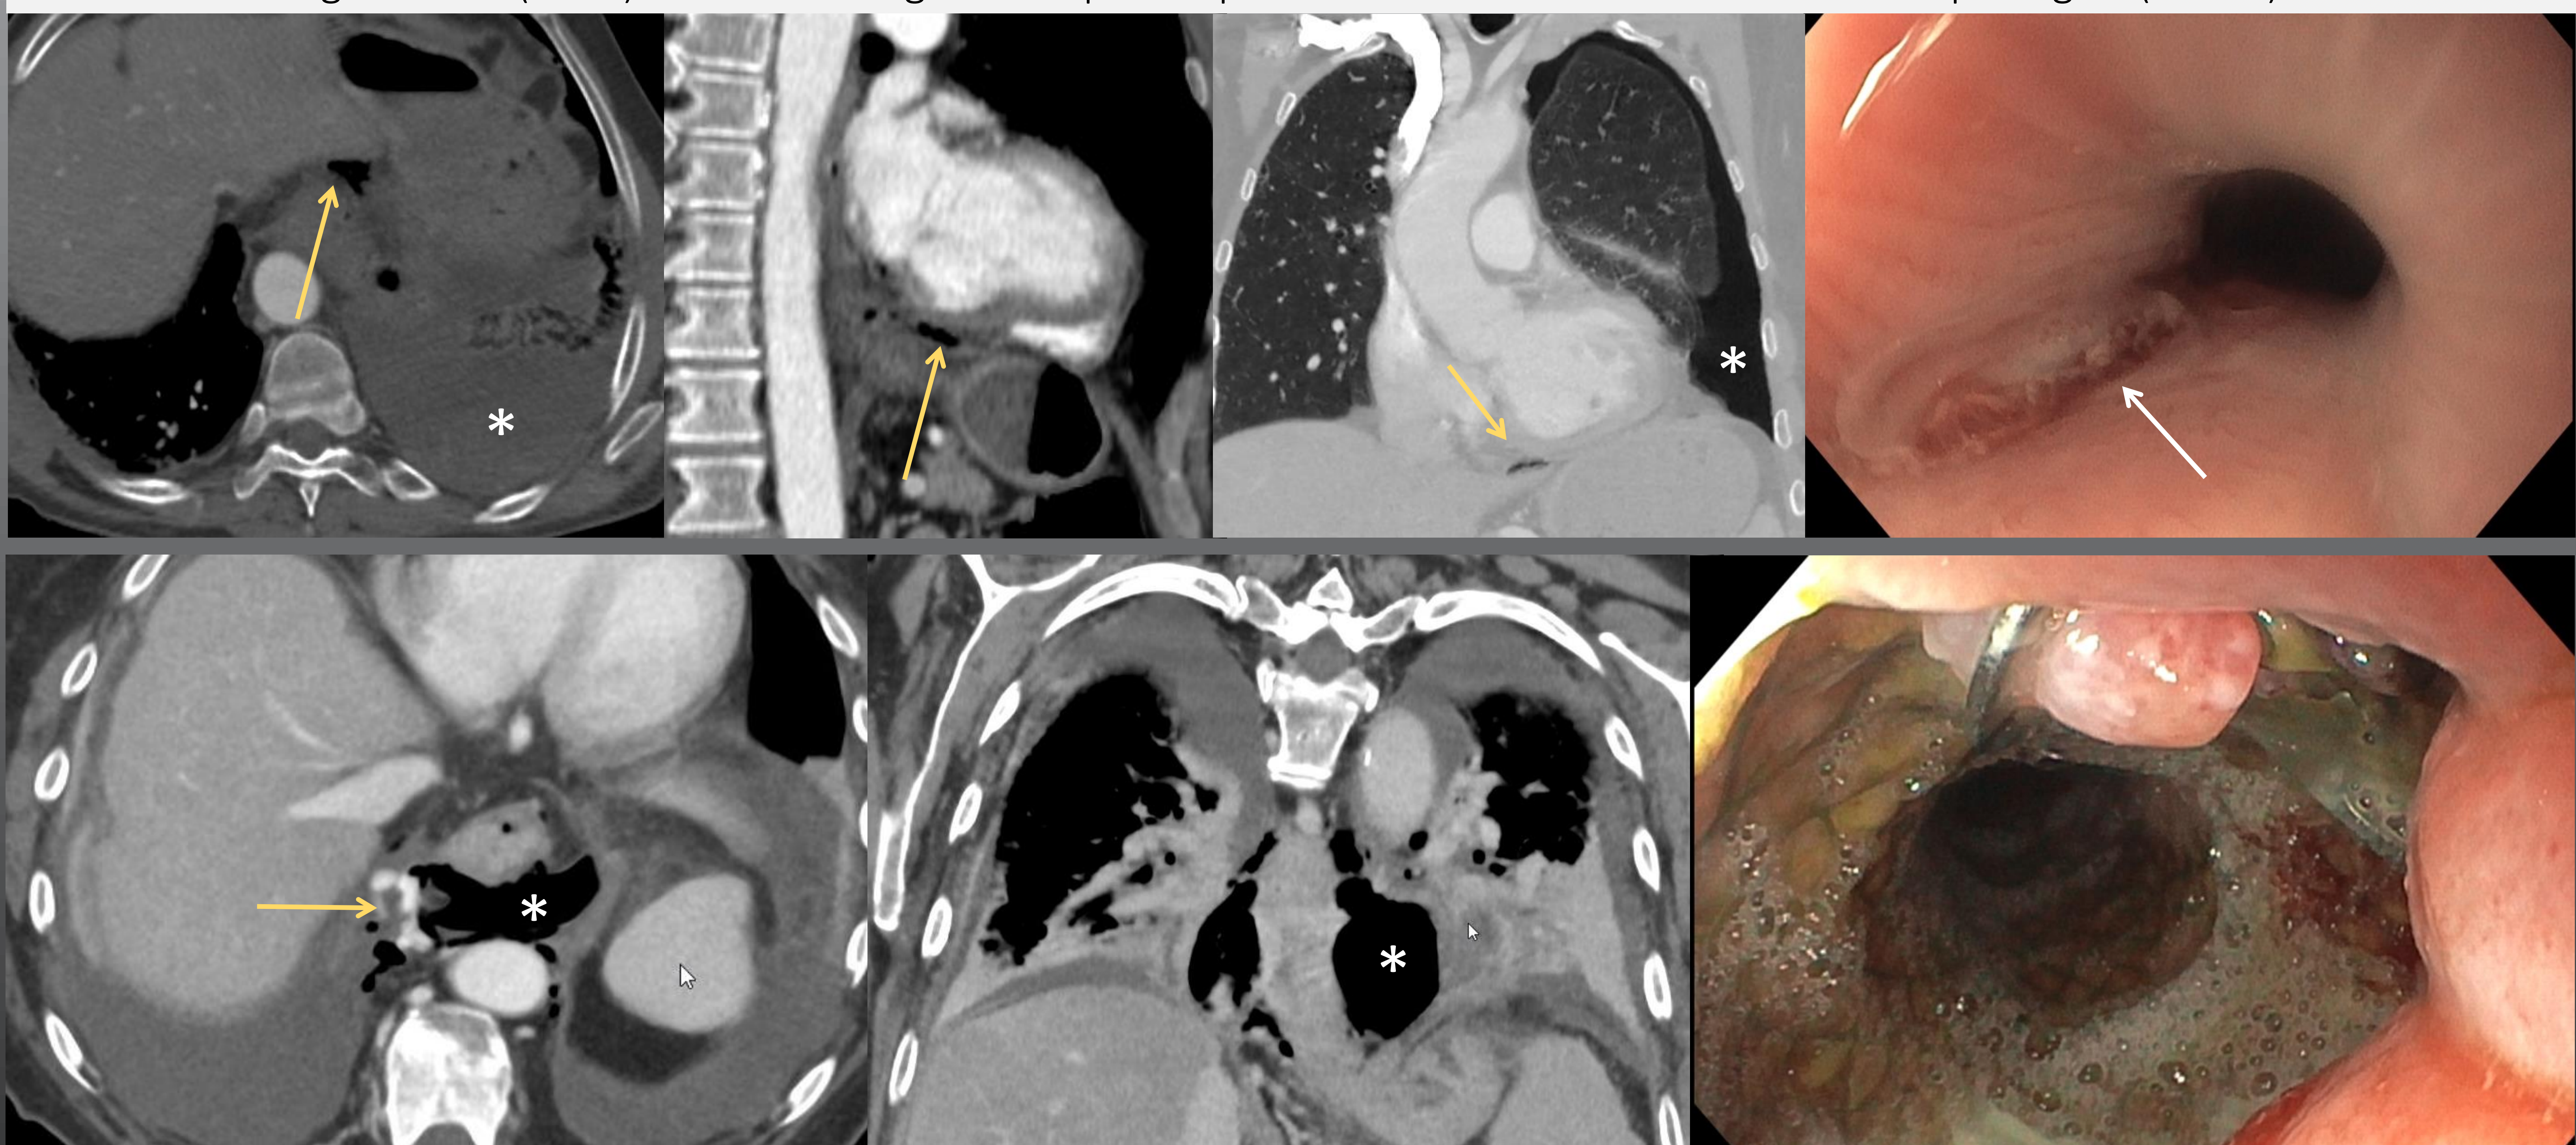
Sd. Boerhaave. Paciente de 68 años, cirrótico, con dolor epigástrico, vómitos y disfagia. La TC muestra neumomediastino (*) adyacente al esófago distal con leves cambios edematosos de la grasa mediastínica baja y derrame pleural bilateral. Varices esofágicas (flecha amarilla) como hallazgo incidental. Detalle de la gastroscopia con la endoprótesis correctamente colocada que se utilizó como tratamiento y que se retiró semanas después con una resolución completa del cuadro clínico.
